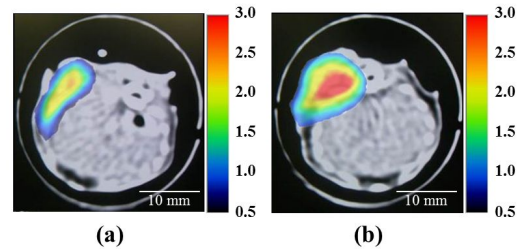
担がんマウスの腫瘍部に磁性ナノ粒子（リゾピスト）を直接投与した場合の腫瘍の MPI と X 線 CT の融合画像の例（左：250 mM、右：500 mM）
